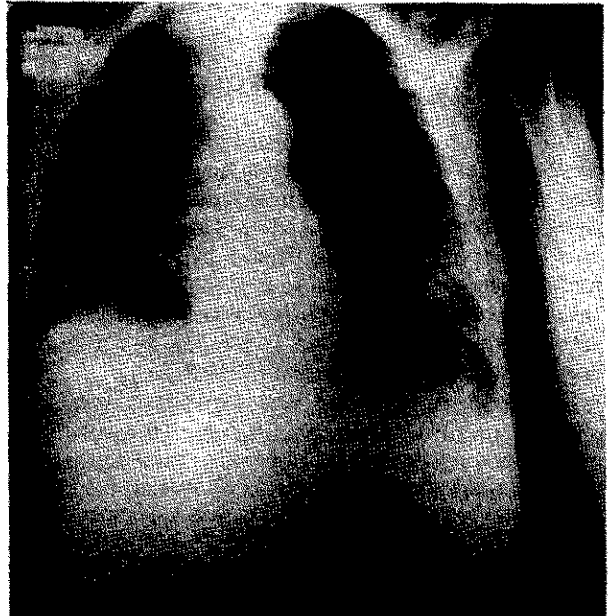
Radiografía de tórax del caso 4: Opacidad heterogénea con infiltrado intersticial y alveolar difuso en HTD y base del HTI, con obturación del seno costodiafragmático de este lado. Ensanchamiento mediastinal.
